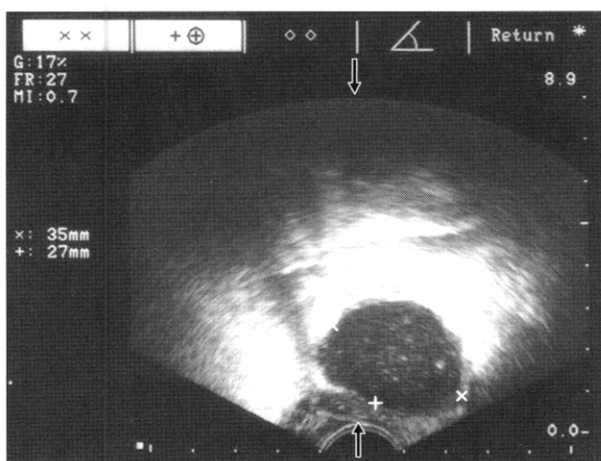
Transrectal ultrasound Prostatic abscess is seen as a well-defined hypoechoic lesion.
